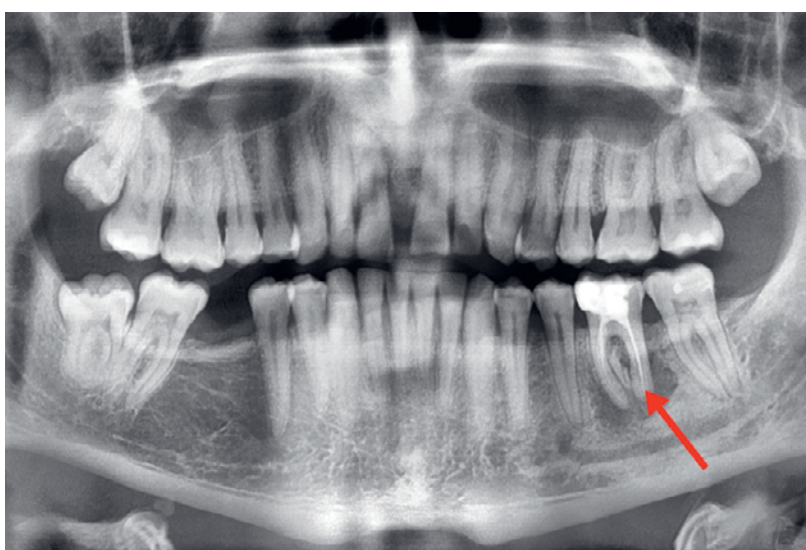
Radiographie panoramique avec représentation de l'ostéolyse périradiculaire apicale étendue (flèche).
